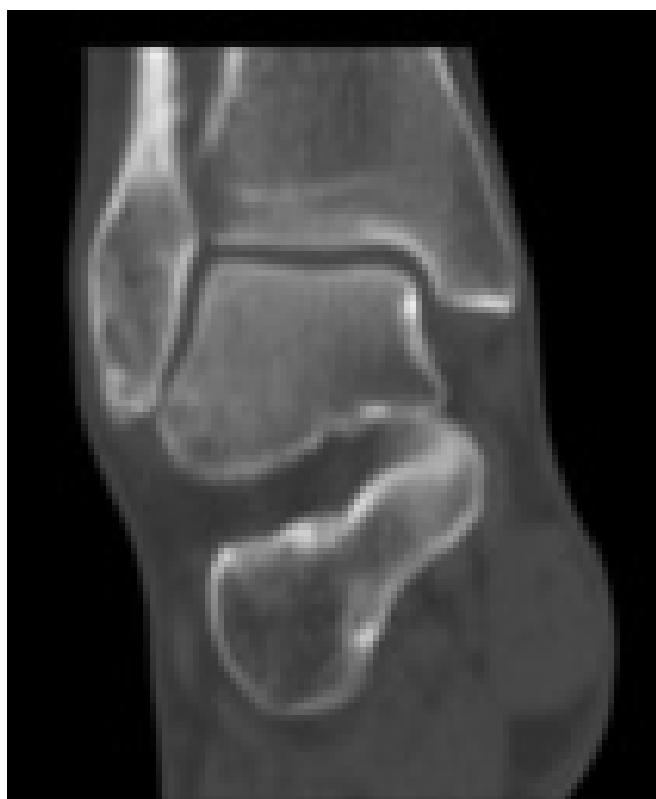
Tomografia Computorizada do tornozelo direito – Controlo aos 12 meses de seguimento.
